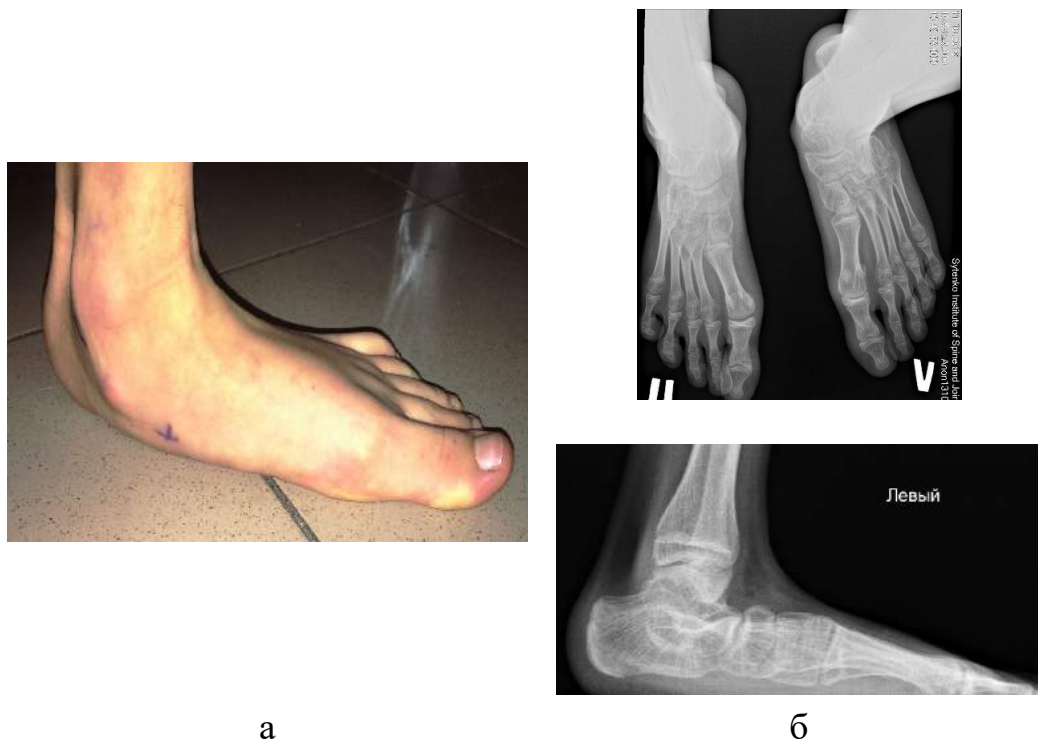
Фотовідбитки рентгенограм пацієнта Ч., 15 років, іст. хв. № 90782, діагноз: ДЦП, спастична диплегія, плосковальгусна деформація стоп важкого ступеня, GMFCS III рівня: а, б) фото зовнішній вигляд лівої стопи та фотовідбитки рентгенограм пацієнта до лікування (фас і профіль).
